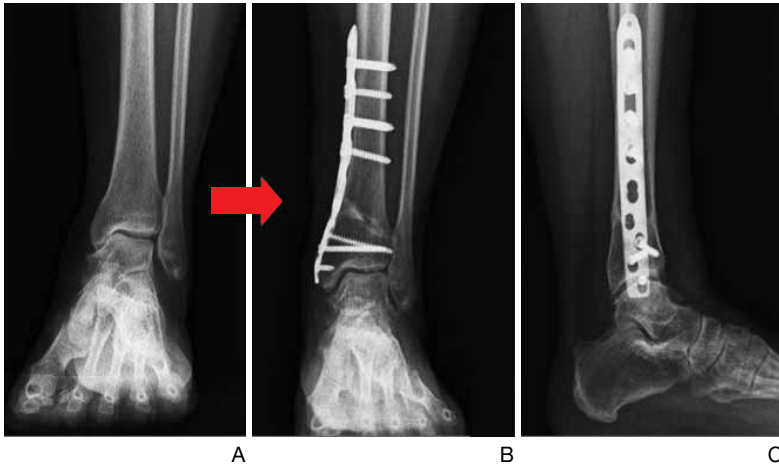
Medial talo-malleolar ankle space has been widened after medial opening-wedge low tibial osteotomy. (A) Preoperative standing radiograph and (B,C) after low tibial osteotomy. Anteroposterior and lateral standing radiographs.
